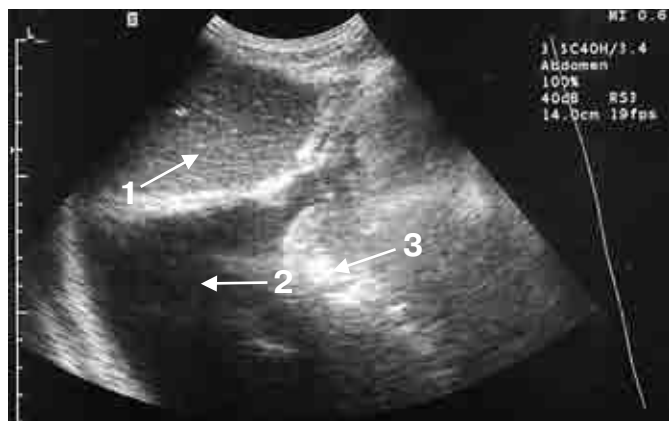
Ультразвуковая томограмма: свободная жидкость в нижних отделах правой плевральной полости (В-режим).
